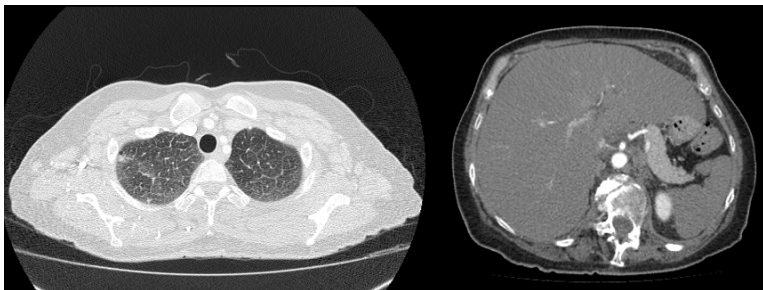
Tomografia de tórax e abdome demonstrando espessamento septal liso nos campos pulmonares superiores e hepatomegalia.
